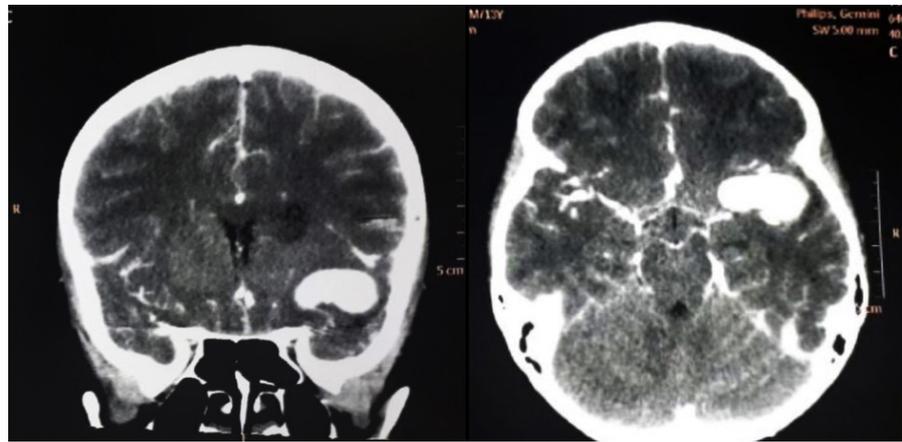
Tomografia computadorizada de crânio evidenciando área hiperdensa no lobo temporal, sugestiva de aneurisma gigante, e sinais de hemorragia subaracnóideia à esquerda.
